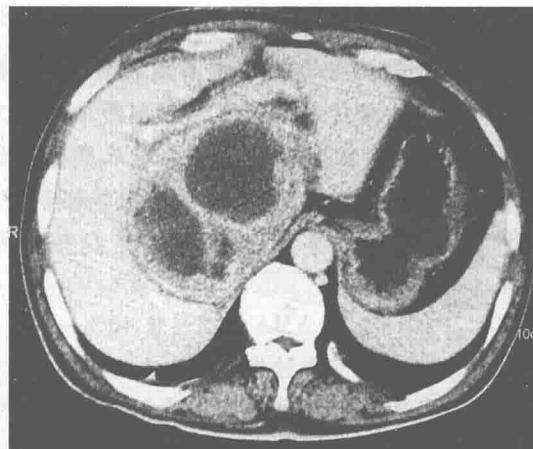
CT 增强显示右肾上腺区肿瘤不均匀强化，周边明显，中心伴多发低密度坏死区，无明显强化
